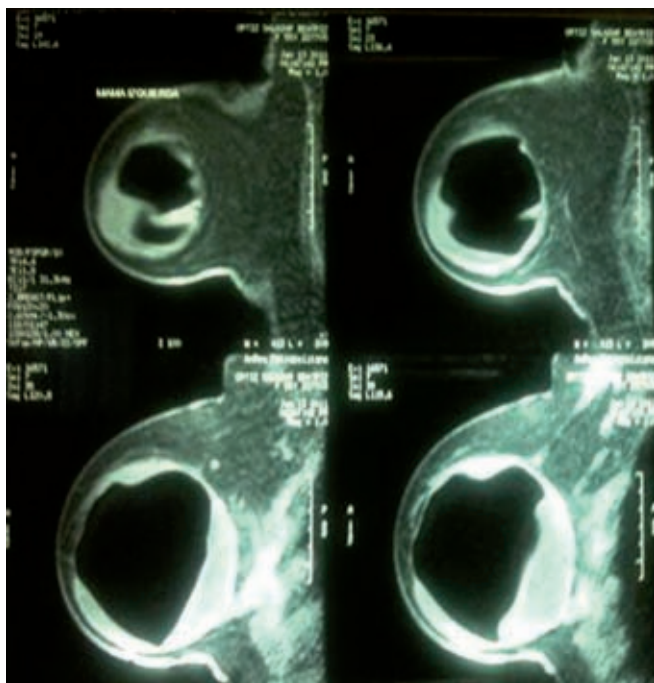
Imagen por resonancia magnética.
